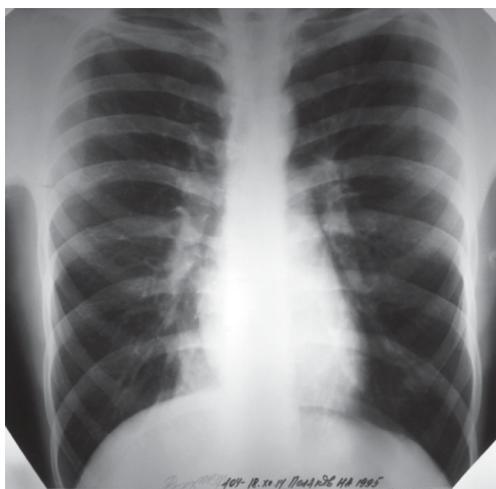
Обзорная рентгенография органов грудной полости от 18.12.14 г.
